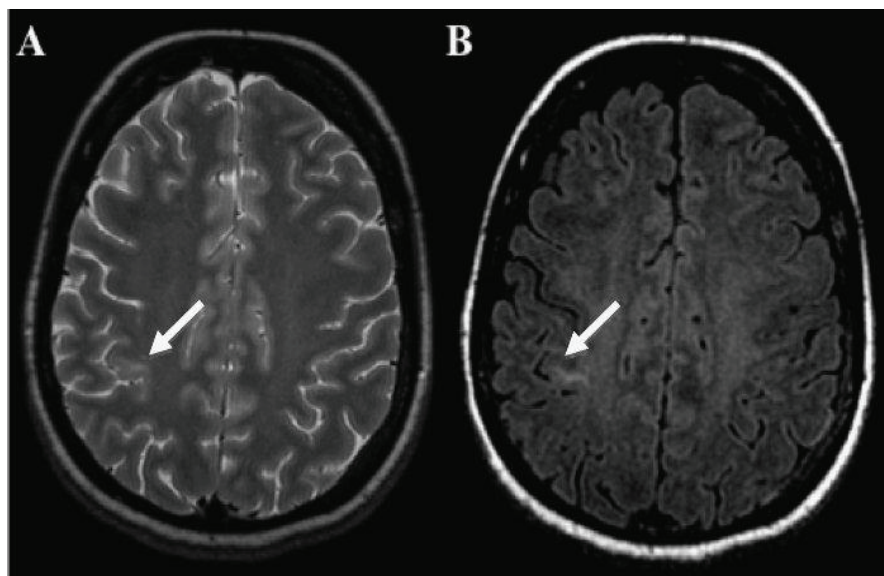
Secuencias T2 (A) y FLAIR (B)
